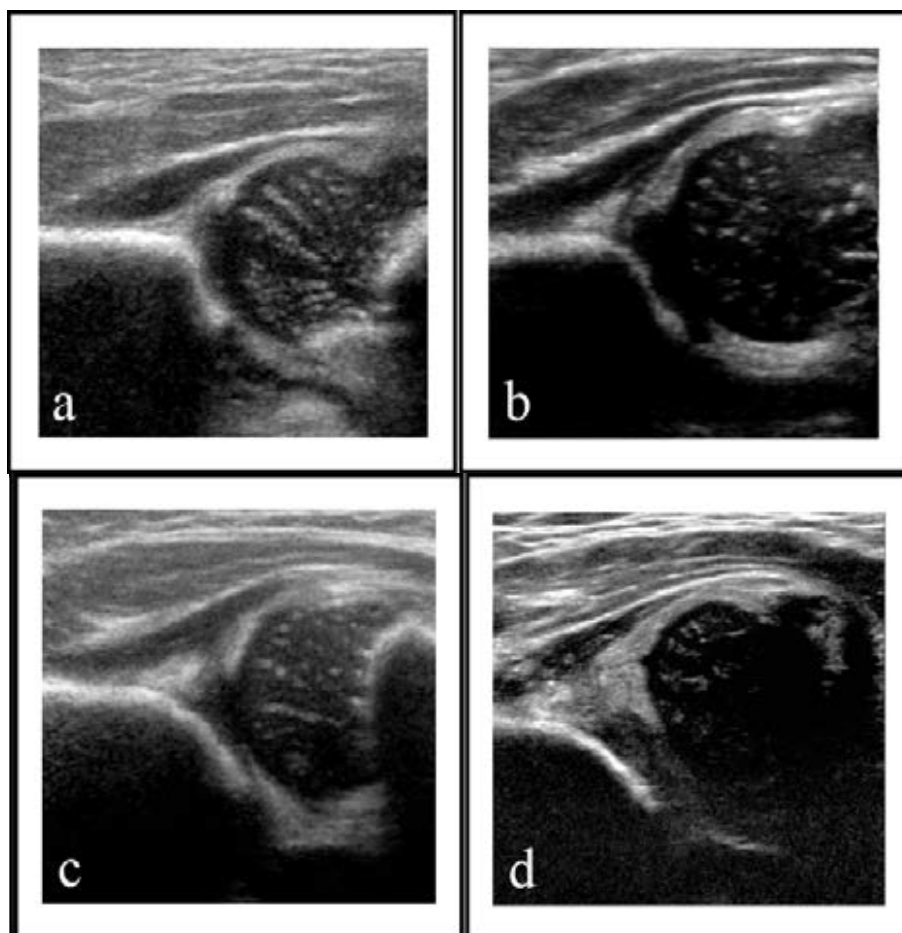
Imagens de ecografia na vista coronal de Graf com classificação de Rosendahl: a - normal, b - imatura, c - displasia moderada e d - displasia severa [9].
